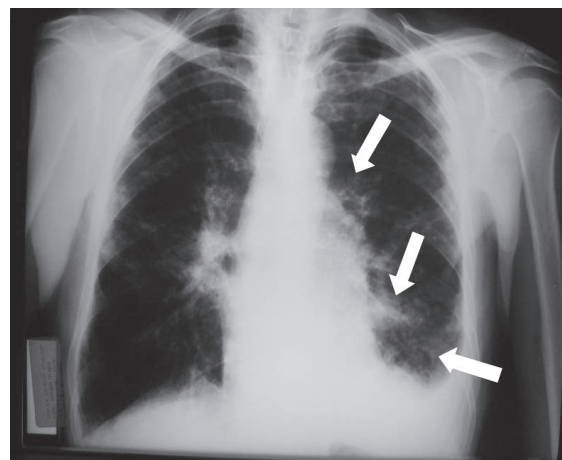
Proyección postero-anterior de radiografía de tórax.
